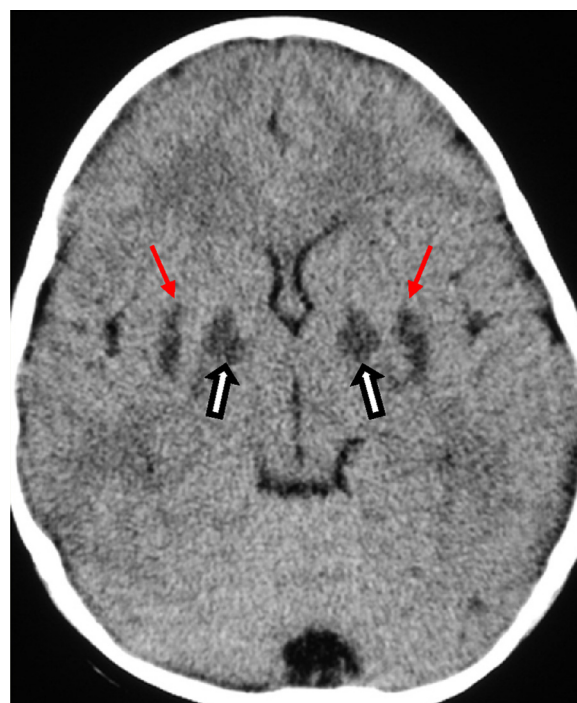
TC sin contraste en un paciente reanimado tras 20 minutos de hipoxia. Se objetivan lesiones hipodensas simétricas en ambos putámenes (flechas) y pálidos (flechas de bloque), compatibles con un patrón lesional central.
